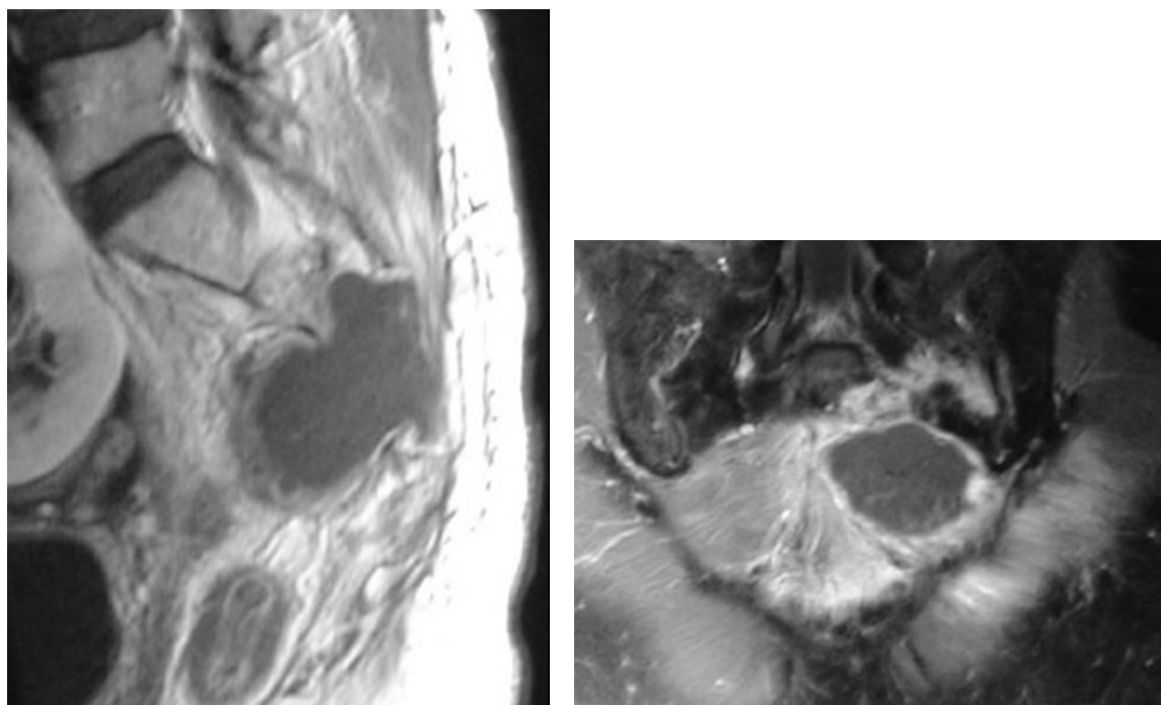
Хворий М. Діагноз: Фібросаркома крижів. МРТ дослідження проведено до опромінення.
